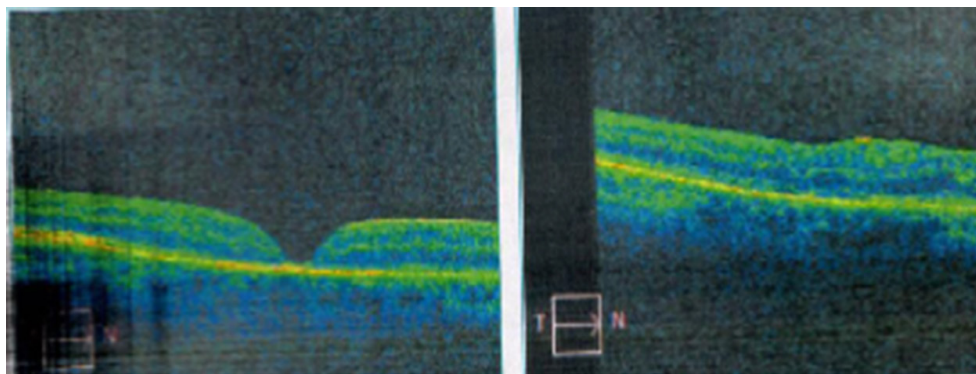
Закрытие рецидива макулярного отверстия при помощи инвертированного лоскута на ножке, по данным оптической когерентной томографии
